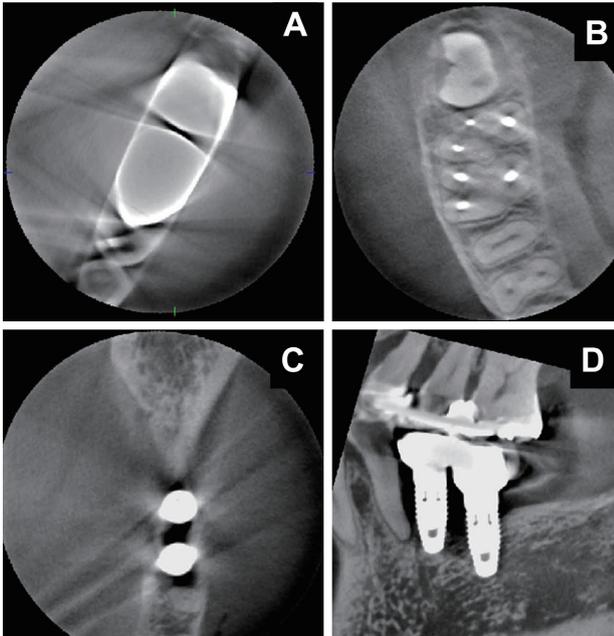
歯科用CBCTの代表的アーチファクト。歯科用金属(A)や根管充填剤(B)の周囲に線状の高吸収域とその周囲に低吸収域を認める。チタン性歯科用インプラント体にも軽度ながら同様の所見が生じる(C, D)。
